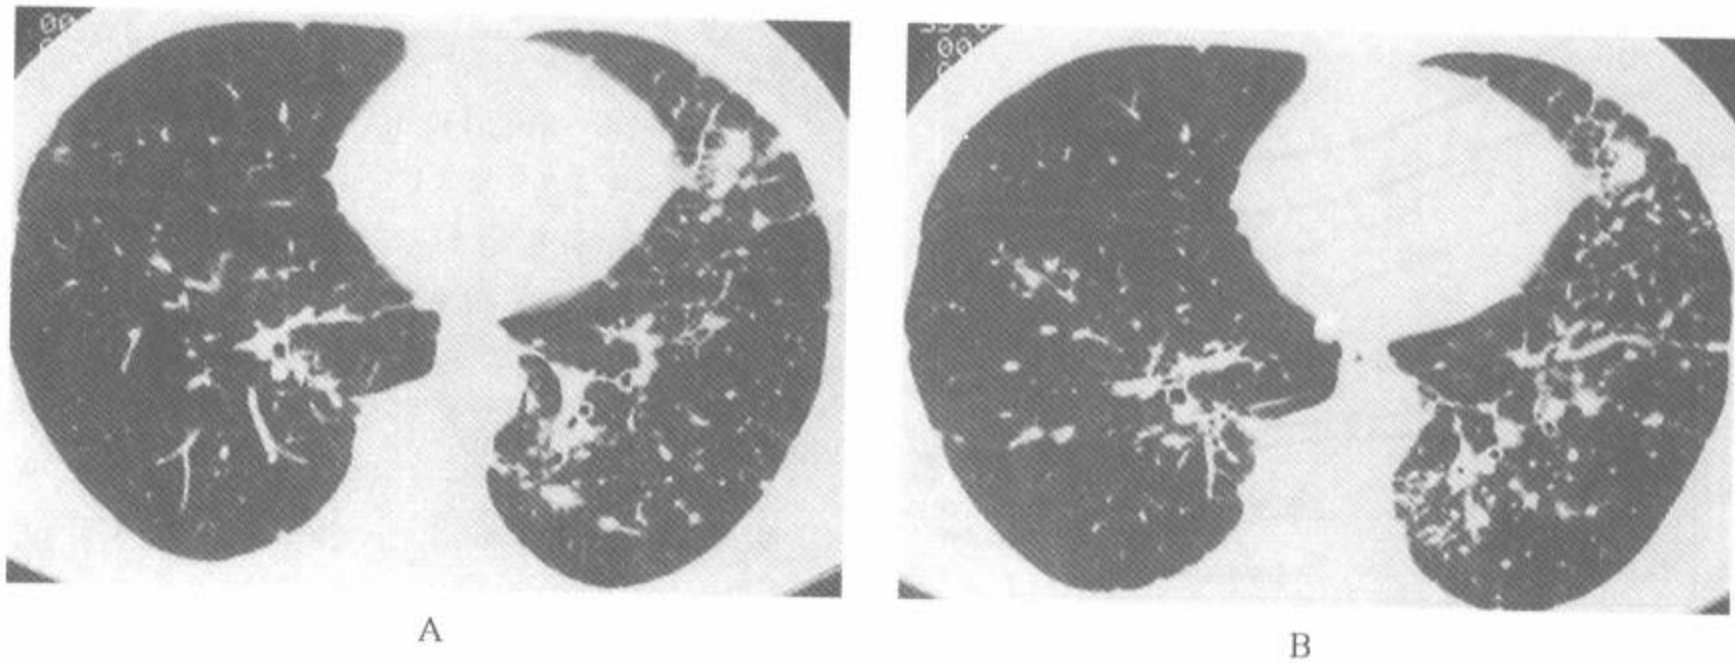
结节病中的低剂量(A)和常规剂量(B)HRCT
